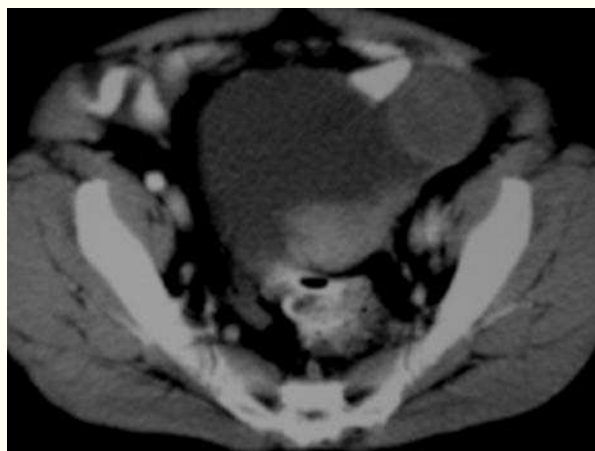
Caso 1 (tomografía computarizada). Tumoración pélvica heterogénea de 13 x 9 cm, dependiente del anejo izquierdo.
